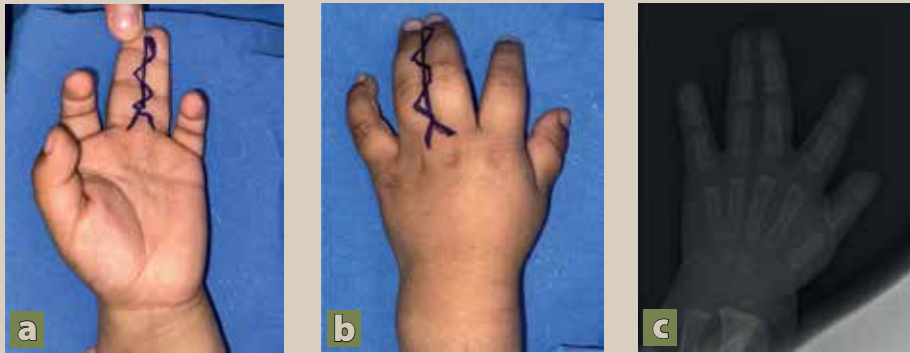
(a y b) Sindactilia simple completa (3<sup>er</sup> espacio interdigital) mano izquierda. (c) Radiografía preoperatoria
